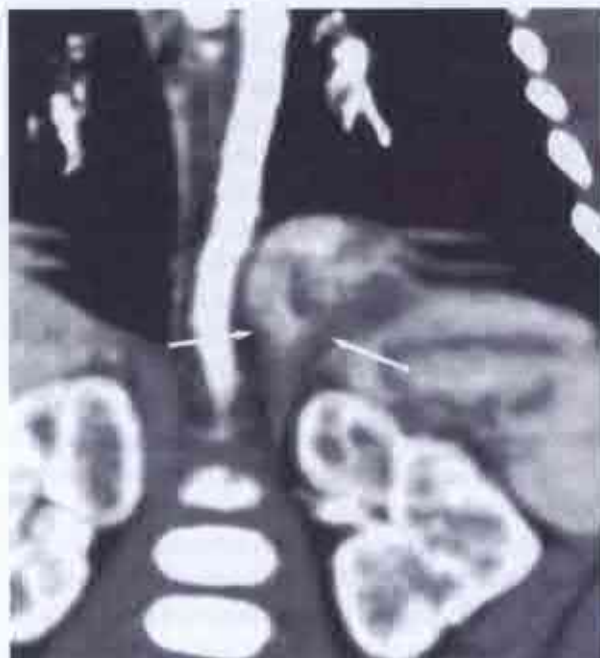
Tomografie computerizată (după Meier A.H. et al., 2009). Formațiune tumorală localizată între foițele diafragmului (sechestrație intradiafragmatică).
